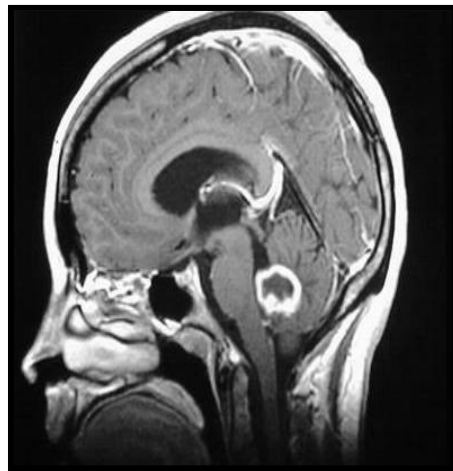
Localización de Glioblastoma. Se muestra por medio de IRM que la localización de la neoplasia en fosa posterior.
